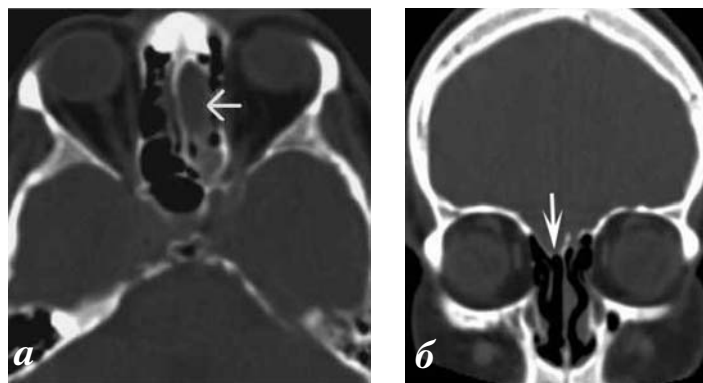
КТ околоносовых пазух в аксиальной (а) и коронарной (б) проекции. Асимметричное положение продырявленной пластинки: а) низкое стояние пластинки слева симулирует мозговую грыжу (указано стрелкой); б) в коронарной проекции продырявленная пластинка расположена на разных уровнях, прослеживается четко, средняя носовая раковина крепится непосредственно к ней (указано стрелкой).
